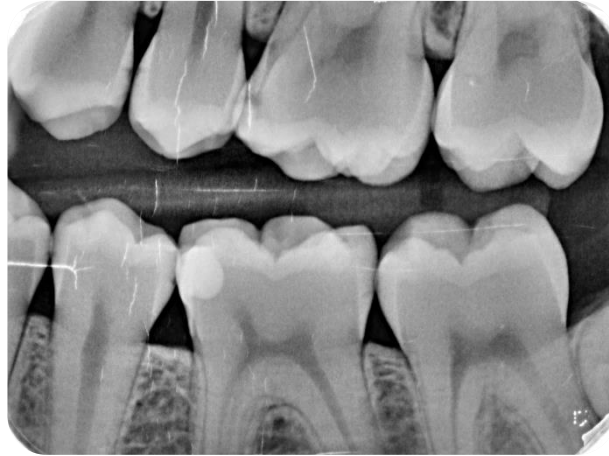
Radiographies rétro-coronaires des secteurs 1 et 4 (secteur molaires à gauche ; secteur prémolaires à droite) prises 2 mois après réalisation de la micro-infiltration (Radiographies réalisées dans le service d'Odontologie du CHRU de Lille)
